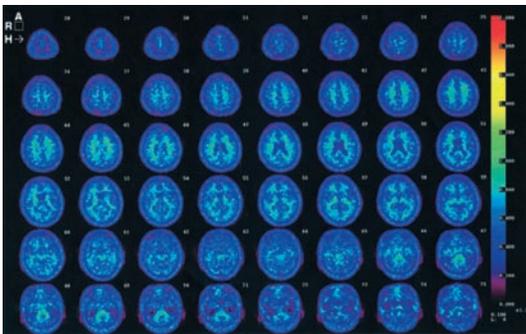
J-ADNI : AD-b & 12M (PIB-PET)
